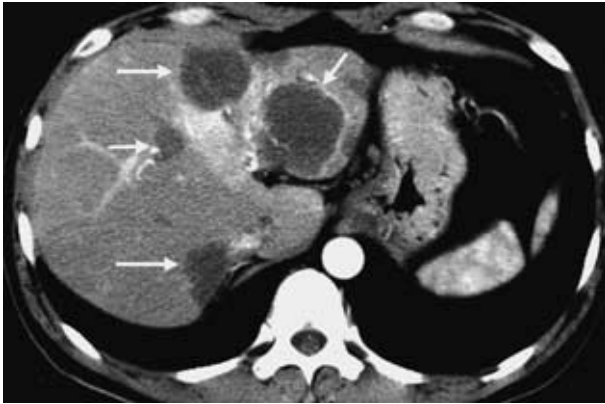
Abdominal CT scan six years after the first medical examination, showing large nodules (arrows)
